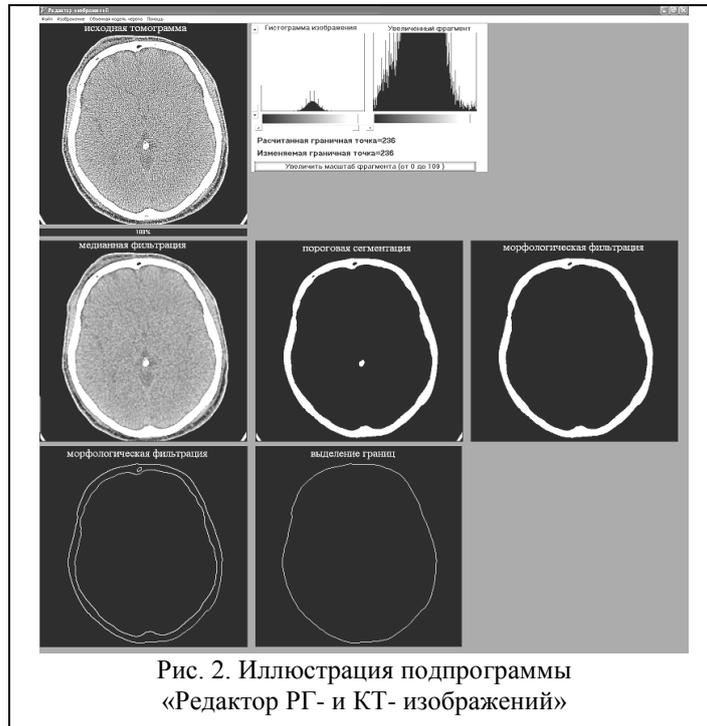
Иллюстрация подпрограммы «Редактор РГ- и КТ- изображений»
